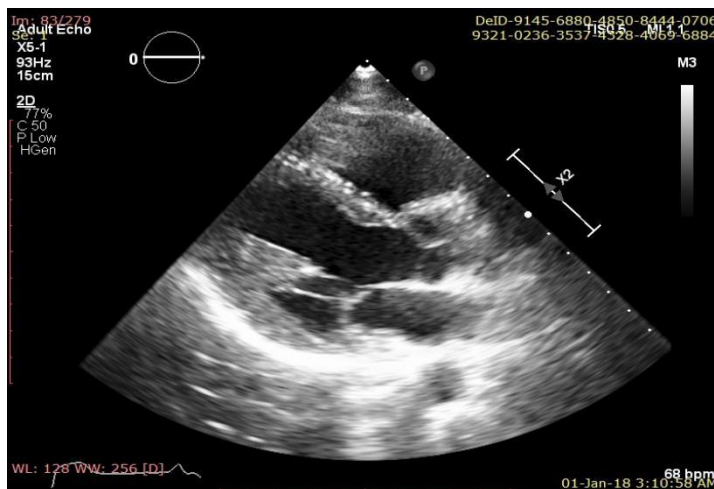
Ecocardiografie transtoracică – incidența parasternal ax lung (imagine din cazuistica Clinicii de Cardiologie a SCJU Târgu Mureș)
